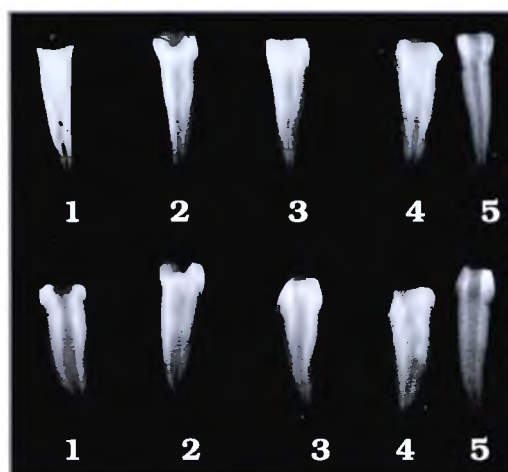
Aspecto final da radiografia de diagnóstico
